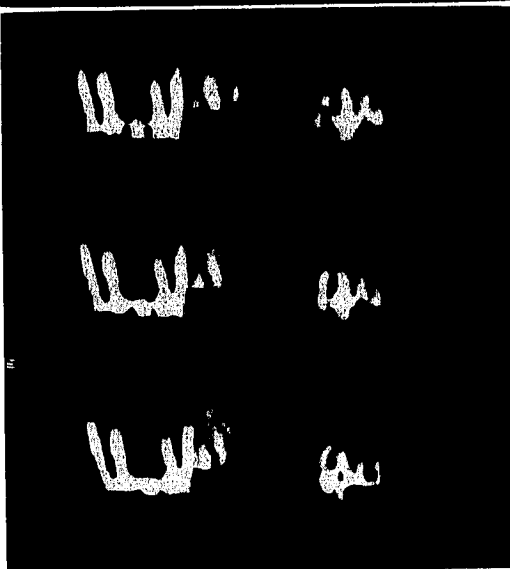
(B) La flecha en la imagen inferior señala la zona hipodensa que corresponde a proceso periapical crónico. Nótese la presencia del extremo de los implantes dentro del seno maxilar derecho. En el lado izquierdo la flecha señala otro proceso periapical crónico.
